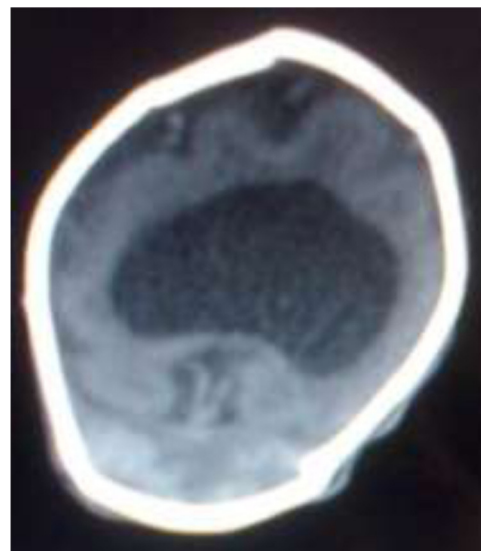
TC craneal de la paciente; ventrículo único compatible con holoprosencefalia alobar.
